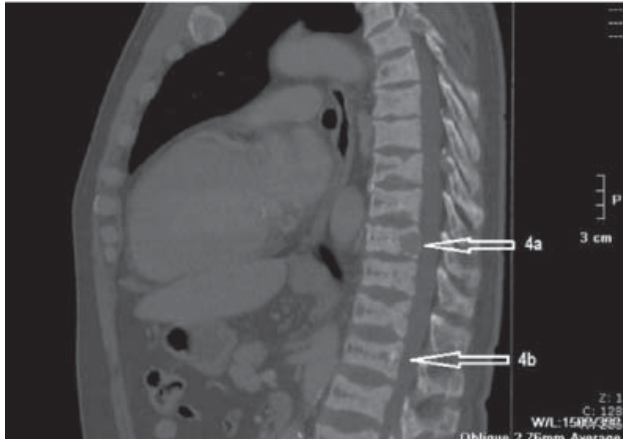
Tomografía computada de tórax. Lesiones óseas líticas en los cuerpos vertebrales T10 (4a) y T12. En el resto de la columna dorsal, existe esclerosis en banda de las superficies superior e inferior de los cuerpos vertebrales con aspecto radiológico de "camiseta de rugby" (4b).
